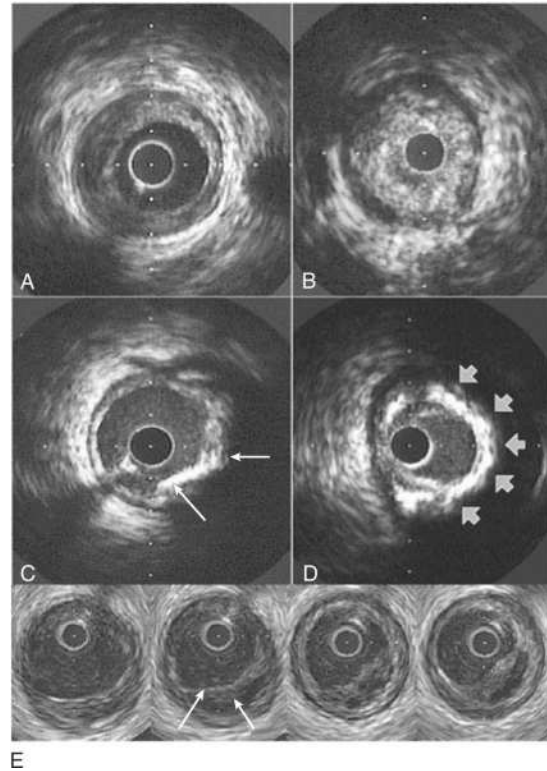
Exemples d’images IVUS montrant différents types et morphologies de plaques. Une lésion concentrique et peu échogène (A) catégorisée comme plaque molle comparativement à une plaque fibreuse plus échogène à cause du contenu en collagène (B). Les parois vasculaires contenant des calcifications sont caractérisées par une bordure de grande intensité avec une perte de signal ultrasonore derrière la calcification (cône d’ombre) ; les calcifications peuvent être focales (C) ou étendues (D). Les images successives d’une plaque vulnérable (E) montrent une chape fibreuse amincie (longue flèche) et un noyau lipidique important (petite flèche). D’après (Libby et al., 2007).
